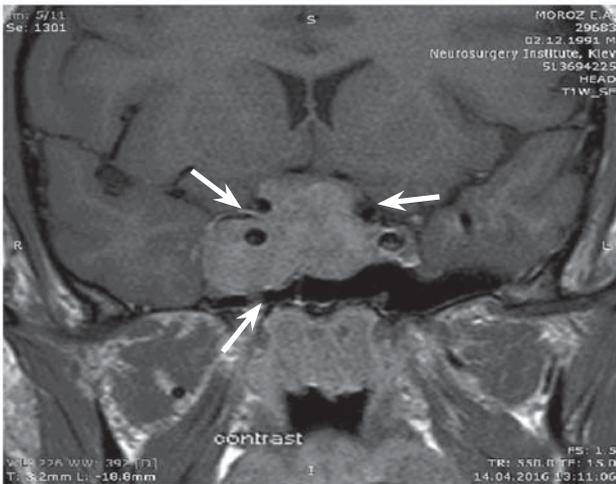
Макроаденома гипофиза с признаками распространения в кавернозный синус на МРТ-срезе во фронтальной плоскости.
